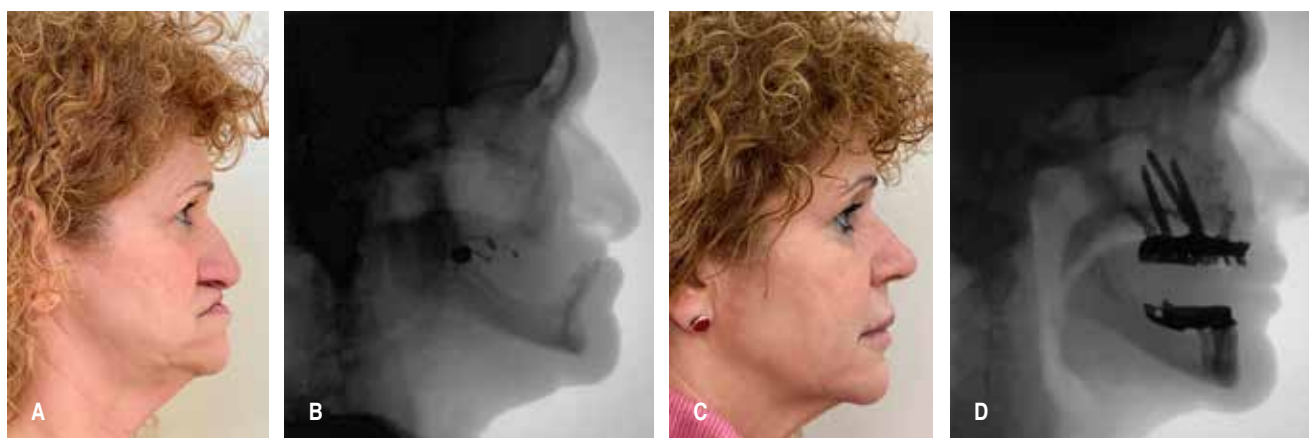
Paciente pre y postratamiento para síndrome de envejecimiento orofacial prematuro (SEOP). Paciente presenta disfagia, síndrome de apnea e hipopnea obstructiva del sueño severa y dislalia. Mallampati clase IV. A) Perfil sagital preoperatorio. Nótese la pérdida completa de la relación maxilomandibular y la reducción de la altura facial en dimensión vertical. El ángulo nasolabial es prácticamente inexistente dada la falta de soporte de la premaxila extremadamente retruida. B) Radiografía lateral que evidencia la obstrucción de la vía aérea superior por parte de los tejidos blandos. Nótese la retrusión maxilar excesiva y la falta de identificación de estructuras faríngeas consistente con Mallampati IV. C) Postquirúrgico clínico con resolución de los signos y síntomas de SEOP. Se observa una franca mejora en el perfil facial. Nótese el efecto de la rinoplastia en la proyección de la punta y soporte de la base nasal. D) Radiografía lateral postquirúrgica. Nótese la apertura de la vía aérea y la rehabilitación dentomaxilar implantosportada para restaurar la dimensión vertical.
